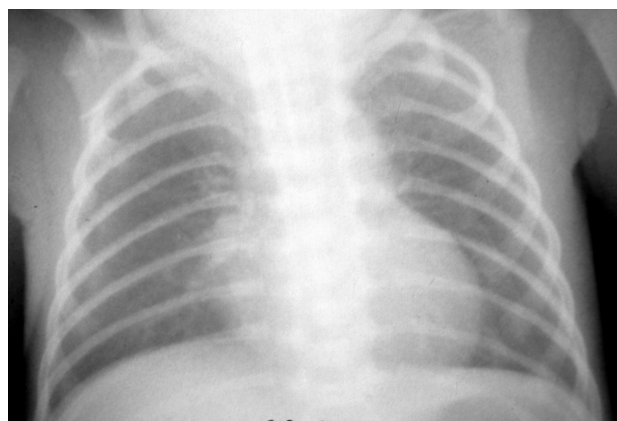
Рентгенограма хворого М. 3 доби. Визначаються вогнищеві тіні в медіальних відділах легеневих полів (до 1/3). 1 ступінь тяжкості РАЛ
